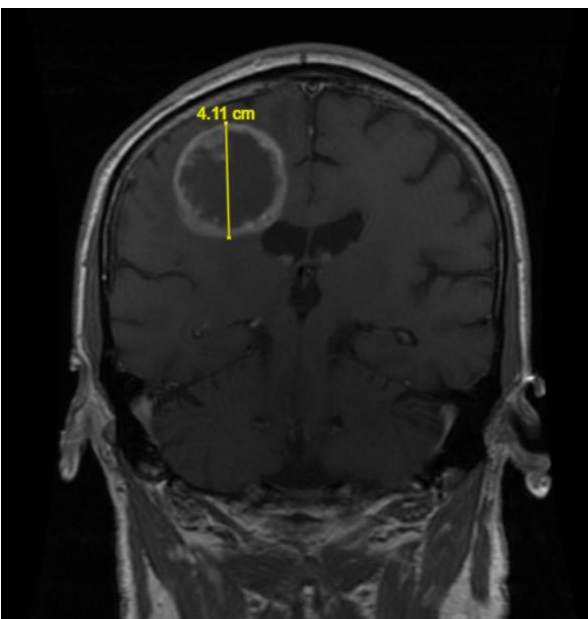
sezione coronale di MRI con mdc pesata in T1 con misurazione del diametro cranio-caudale del GBM.
